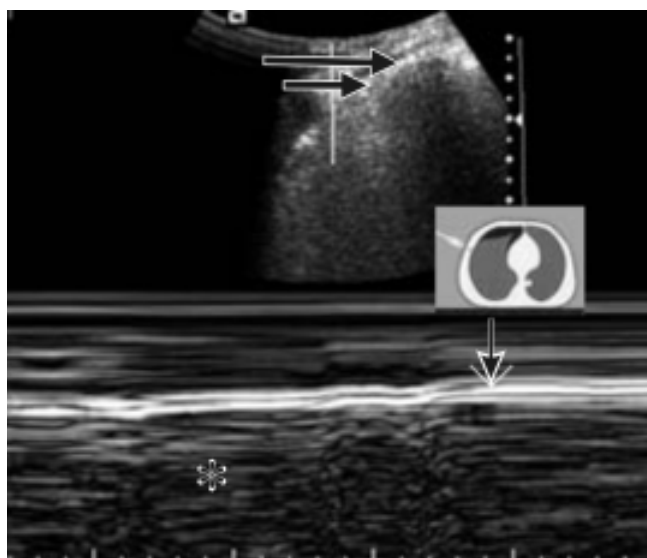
Ultrasonido pulmonar en neumotórax anterior oculto. Nótese la pérdida del movimiento pleural (flechas) y del signo de la estratósfera en el US modo M (asterisco).
